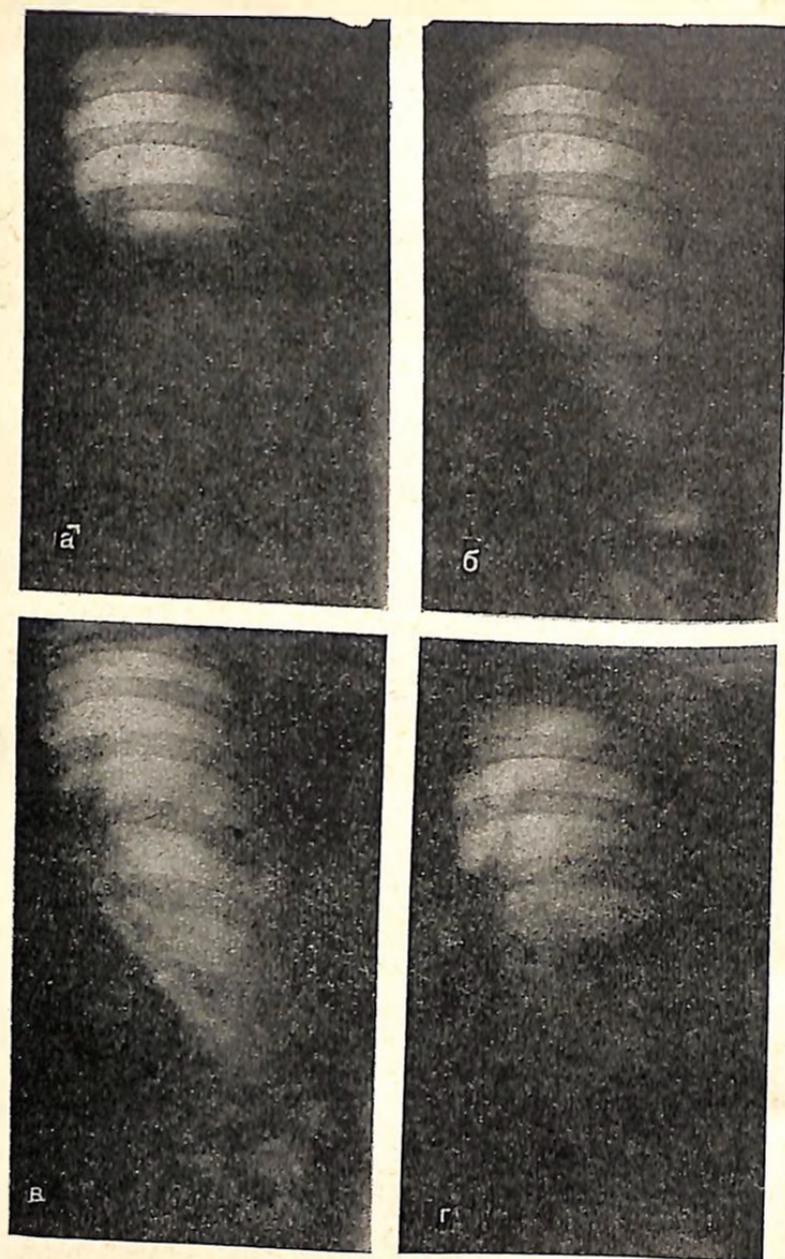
Рентгенограммы левой половины грудной клетки больной А.
